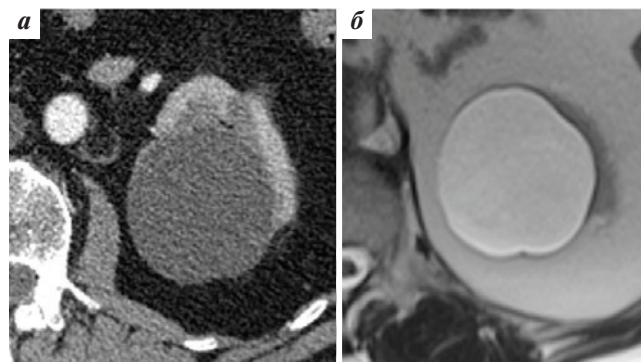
Киста левой почки с гомогенным жидкостным содержимым (I Bosniak 2019): а – компьютерная томограмма, артериальная фаза; б – магнитно-резонансная томограмма, T2-взвешенное изображение
